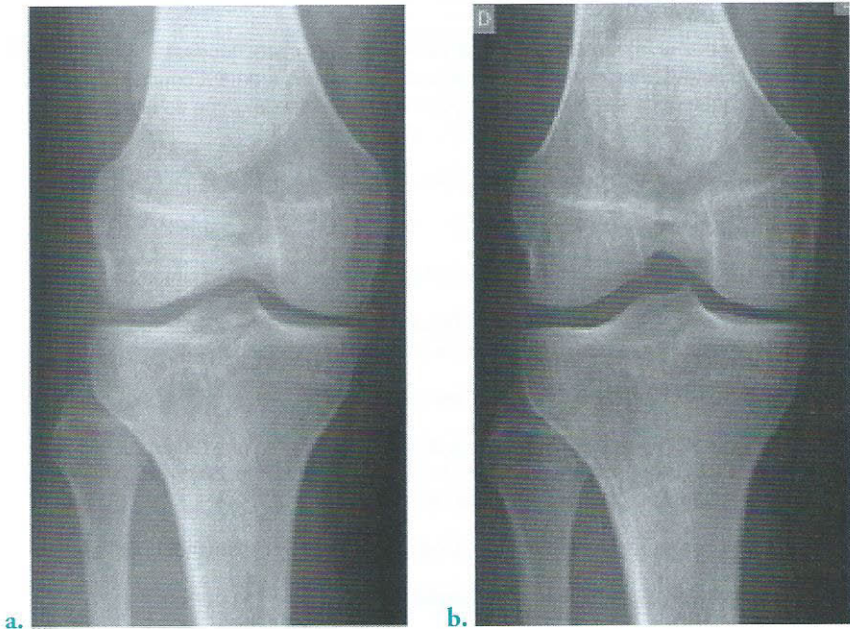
Radiographies du genou droit de face (même patient)
